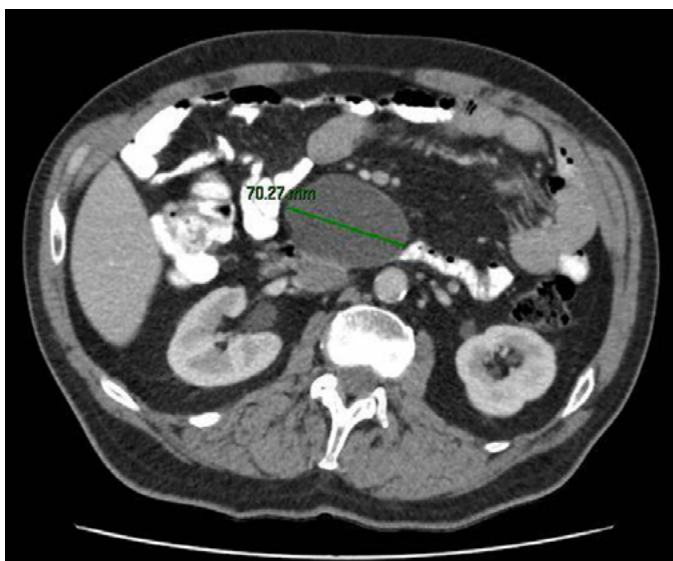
TAC de linfangioma quístico.
